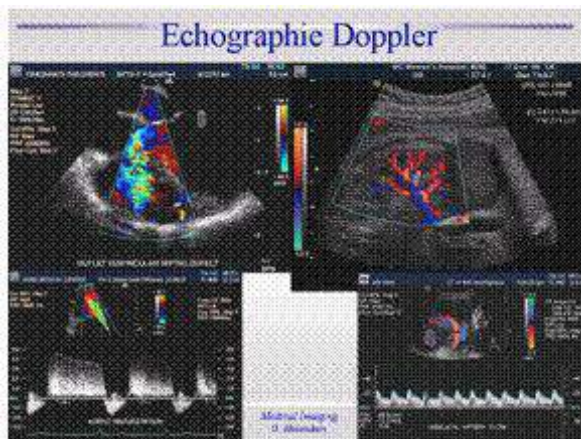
Image d'un examen en échographie doppler <sup>[10]</sup>
